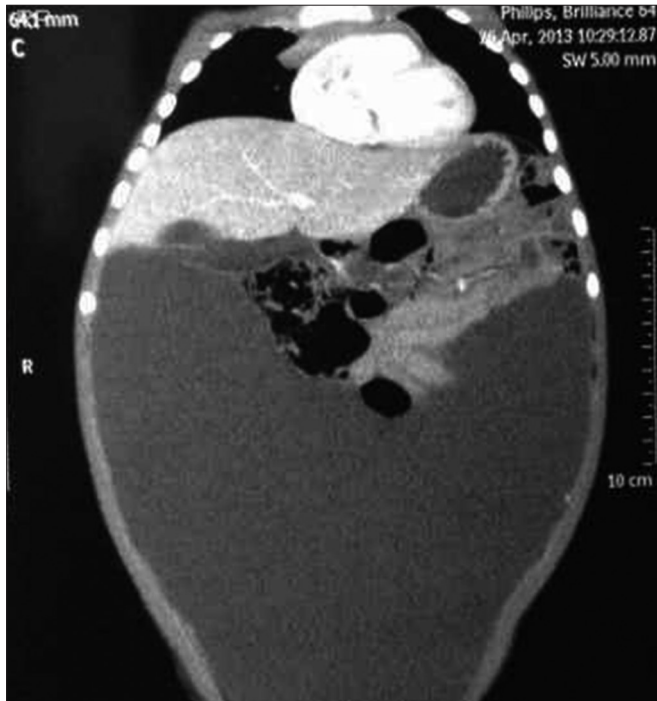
Tomografia computadorizada de abdome e pelve.
